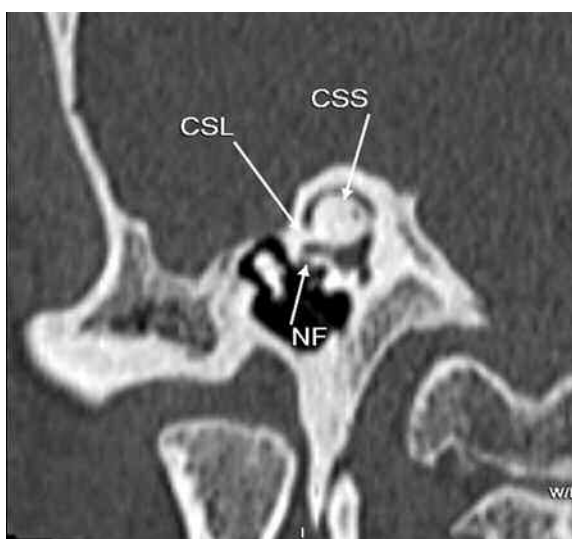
TC con RMP, imagen sagital oblicua donde se visualiza los conductos semicirculares superior (CSS) y lateral (CSL), y conducto del nervio facial (NF).
